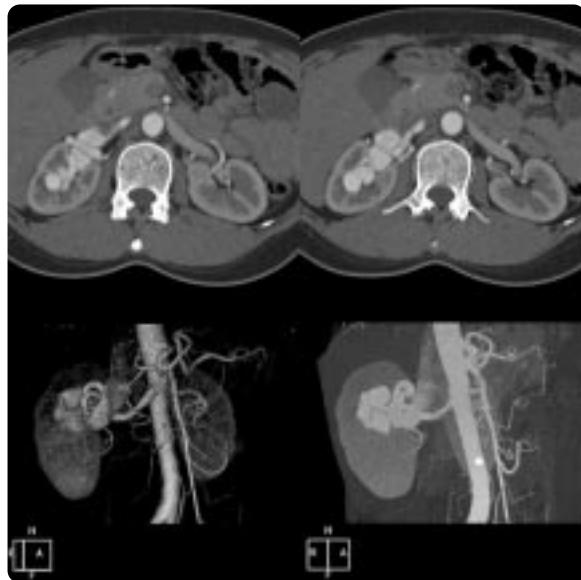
CT angiography with arterial phase and 3D reconstruction image shows tortuous enlarged feeding artery, aneurysmal vascular structures and early draining vein to IVC.
